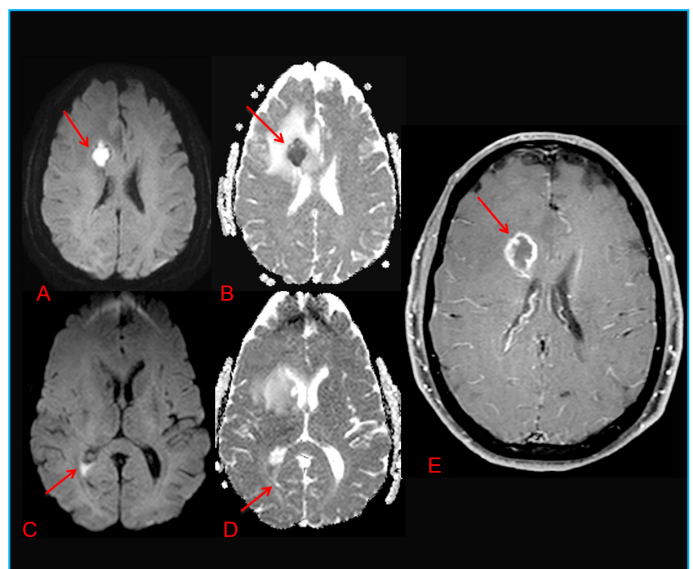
En otras secuencias de la RM, la lesión presenta restricción a la difusión intralesional; se muestra hiperintensa en secuencia B1000 y de baja señal en el ADC (flechas en las figuras 2A y 2B respectivamente). En las astas occipitales de los ventrículos laterales existe material marcadamente hiperintenso en secuencia B1000, que también restringe la difusión (figuras 2C y 2D). Se observa así mismo edema perilesional y realce en anillo tras la administración de contraste intravenoso (flecha en la figura 2E).
